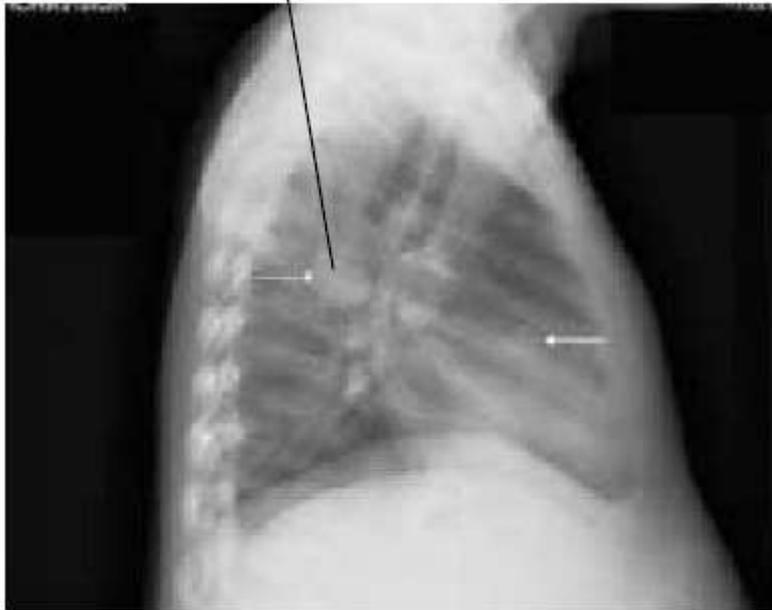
Radiographie thoracique de profil avant chimiothérapie [17].
